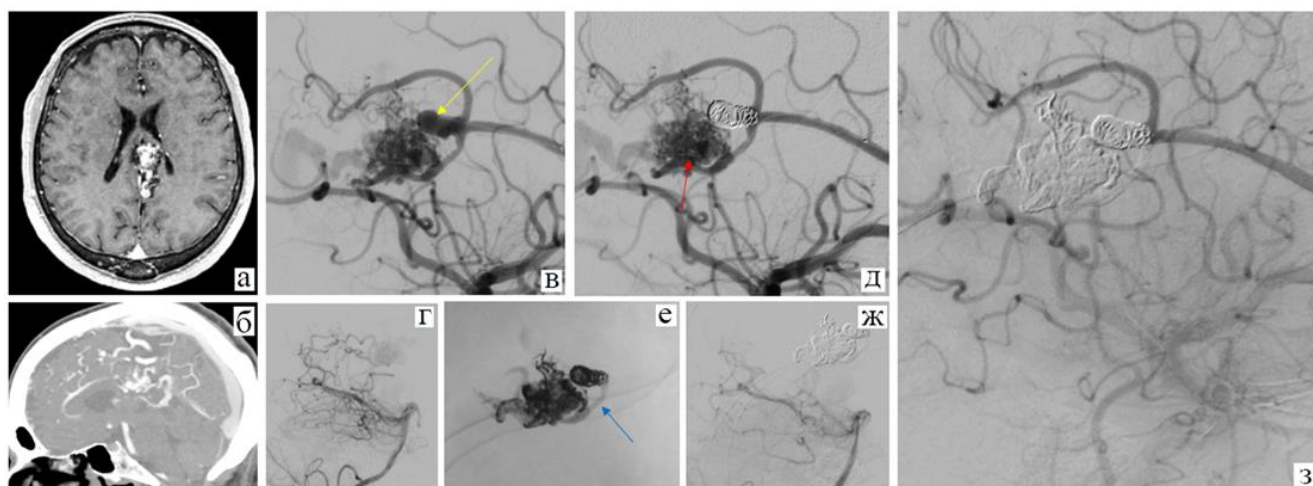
Артерио-венозная мальформация мозолистого тела, манифестация заболевания с цефалгического синдрома. На предоперационной МРТ (а, б) визуализируется узел мальформации в проекции средней трети мозолистого тела; на церебральной ангиограмме в боковой проекции (в) обращает на себя внимание потоковая дистальная аневризма (желтая стрелка); заполнение мальформации через анастомозы из ВББ (г); после эмболизации потоковой аневризмы отделяемыми микроспиралями (д) микрокатетер с отделяемой дистальной частью позиционирован интранидально (красная стрелка); эмболизация выполнялась сначала композицией Phil с активным рефлюксом (синяя стрелка), затем композицией Опух (е); произведена тотальная эмболизация АВМ
